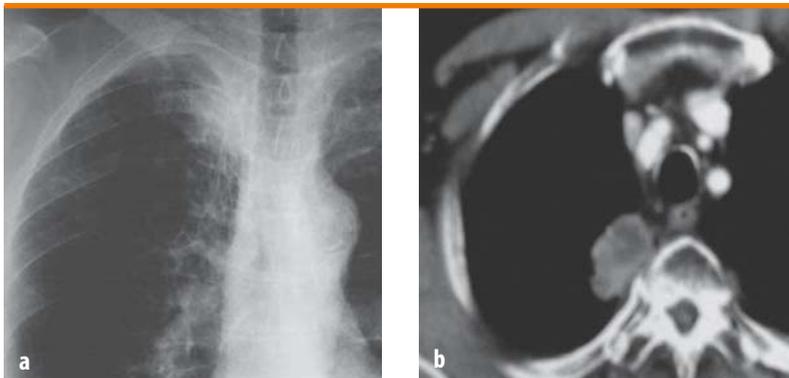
a, b. (a) Opacità paramediastinica superiore destra sovrapposta a strutture anatomiche (costa, clavicola e vasi epiaortici); (b) la TC evidenzia chiaramente morfologia, dimensioni, caratteristiche densitometriche della lesione e i rapporti con le strutture anatomiche adiacenti
